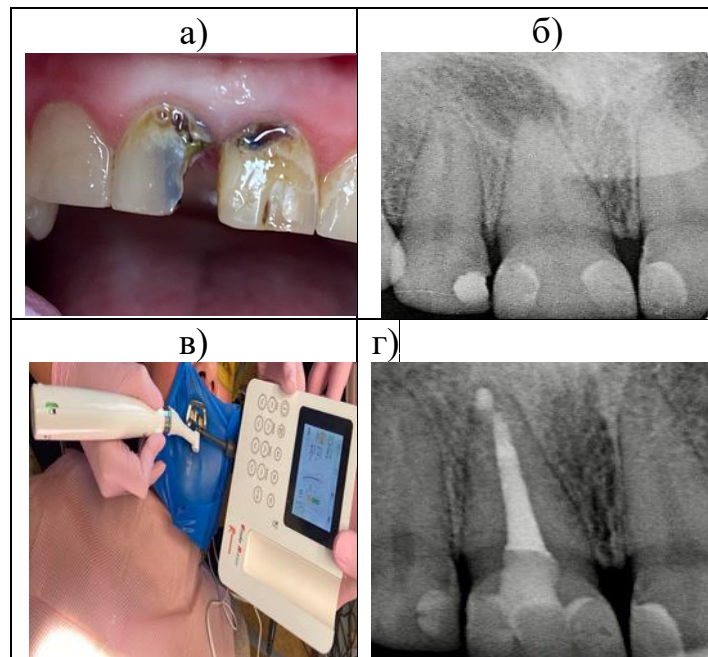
Хвора К., амбулаторна карта 4/1.1: а) зміна кольору 1.1 зуба; б) рентгенограма 1.1 зуба, площа вогнища деструкції кісткової тканини 9,25 мм²; в) створення доступу до устя кореневого каналу; г) obturaція кореневого каналу композицією ЗТП + «mp3 OsteoBiol». Постійна obturaція. Рентгенограма через Зміс. після лікування.
